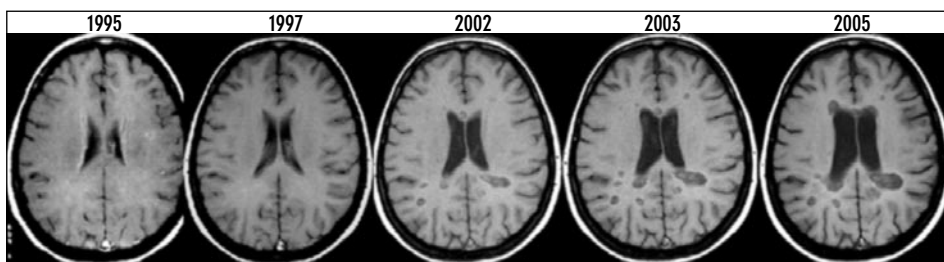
Estudio seriado (10 años) de RM (imágenes ponderadas en T1) en un paciente diagnosticado de EM. Obsérvese cómo las lesiones hipointensas en T1 aumentan de número y tamaño a medida que progresa la enfermedad, hallazgo que probablemente refleje una disminución progresiva de la capacidad remielinizadora. También se observa una progresión en el grado de atrofia cerebral (aumento del tamaño ventricular).
